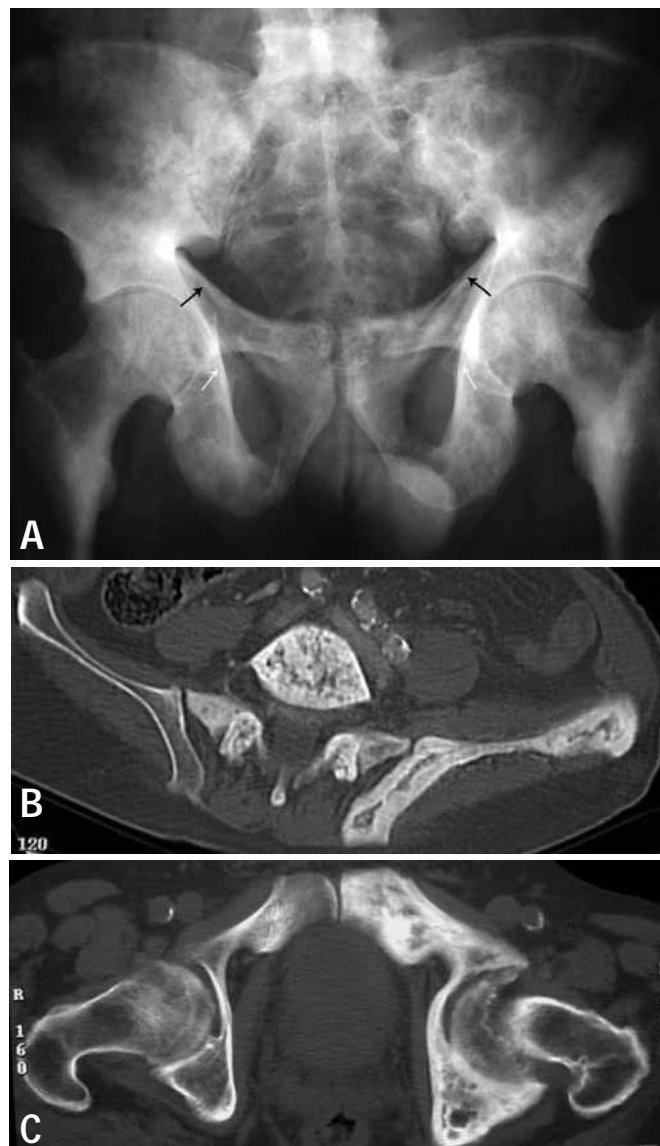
Doença de Paget na pelve. Radiografia (A) com espessamento difuso da cortical óssea, particularmente das linhas ilio-púbicas (setas pretas) e ilio-péctineas (setas brancas), distorção, esclerose do trabeculado e aumento do volume ósseo. Tomografia computadorizada de outro paciente demonstra melhor o espessamento cortical do íliaco esquerdo (B), o aspecto grosseiro do trabeculado e aumento do volume ósseo do isquió e púbis esquerdos (C)
